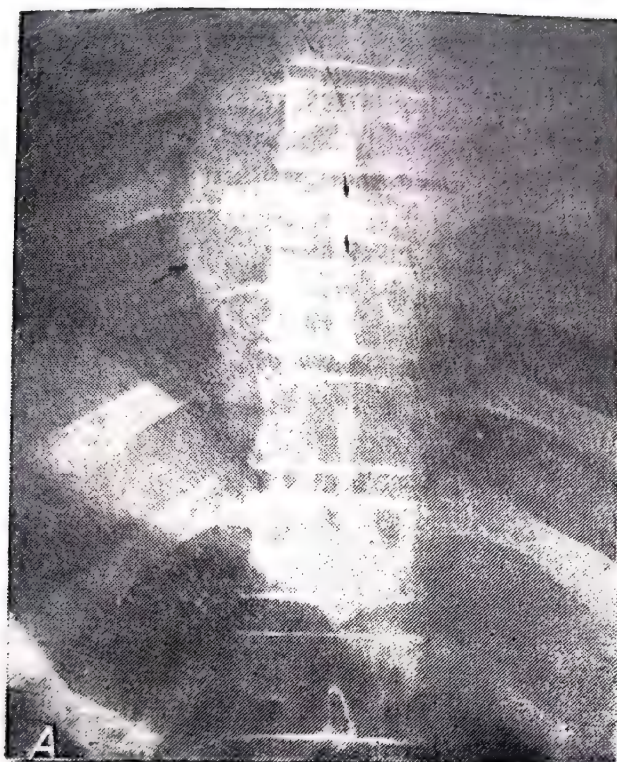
61. — Aspectul radiografic în cazul unui osteosarcom vertebral; se vede corpul vertebral turtit, redus la jumătate, spațiile intervertebrale intacte. De asemenea, se vede o umbră paravertebrală (A, B). Aspectul radiografic al piesei recoltate la necropsie (C).
